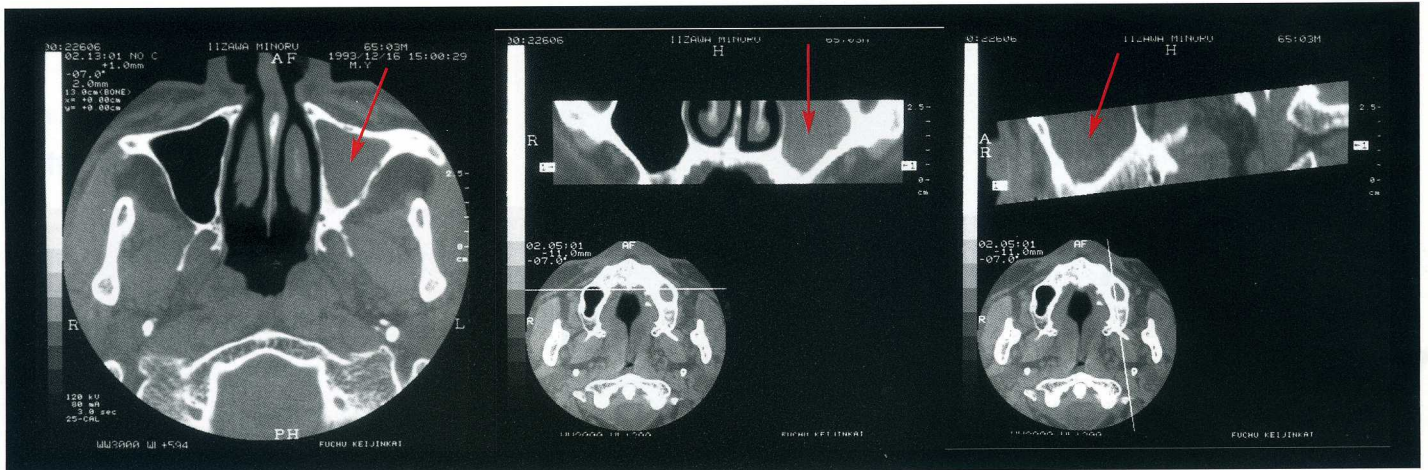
術前CT検査。左側上顎洞に無構造、均質なCT値の低い像が左側上顎洞を充滿していた（矢印）。
